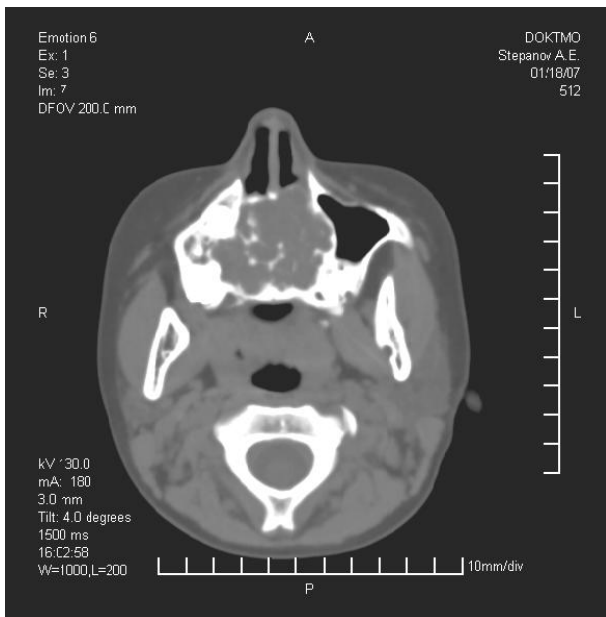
Спиральная компьютерная томография лицевого скелета ребёнка С. до операции.
